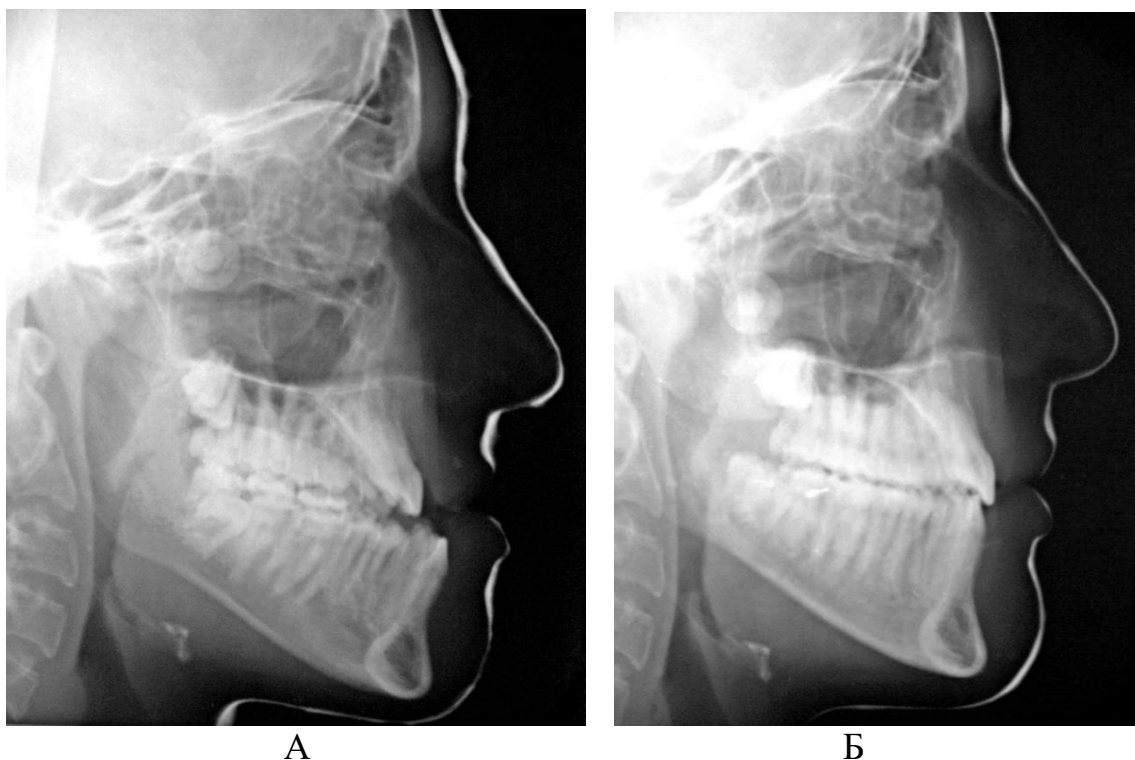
Боковая телерентгенограмма больного С., 16 лет, с вертикальной дезокклюзией зубных рядов III степени и мезиальной окклюзией до (А) и после костнопластической операции на нижней челюсти (Б)
